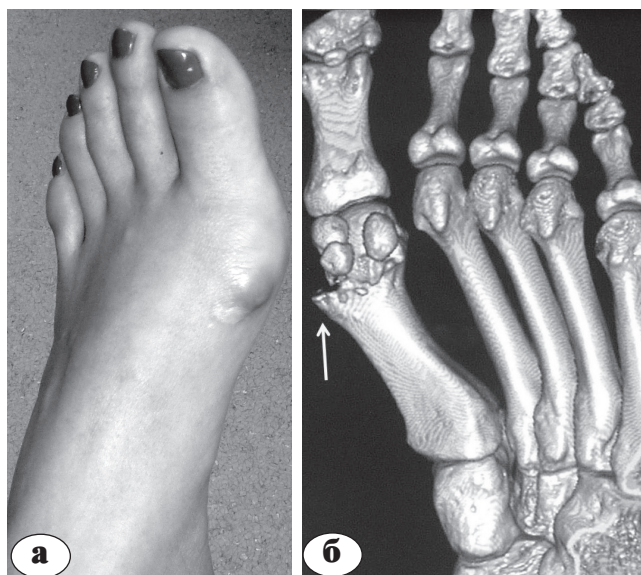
Фото (а) и компьютерная томограмма стопы (б) через год после операции по Bösch: сохранившийся в месте введения спицы в канал М1 костный выступ (обозначен стрелкой) явился причиной развития болезненного бурсита и был удален фрезой через прокол кожи
